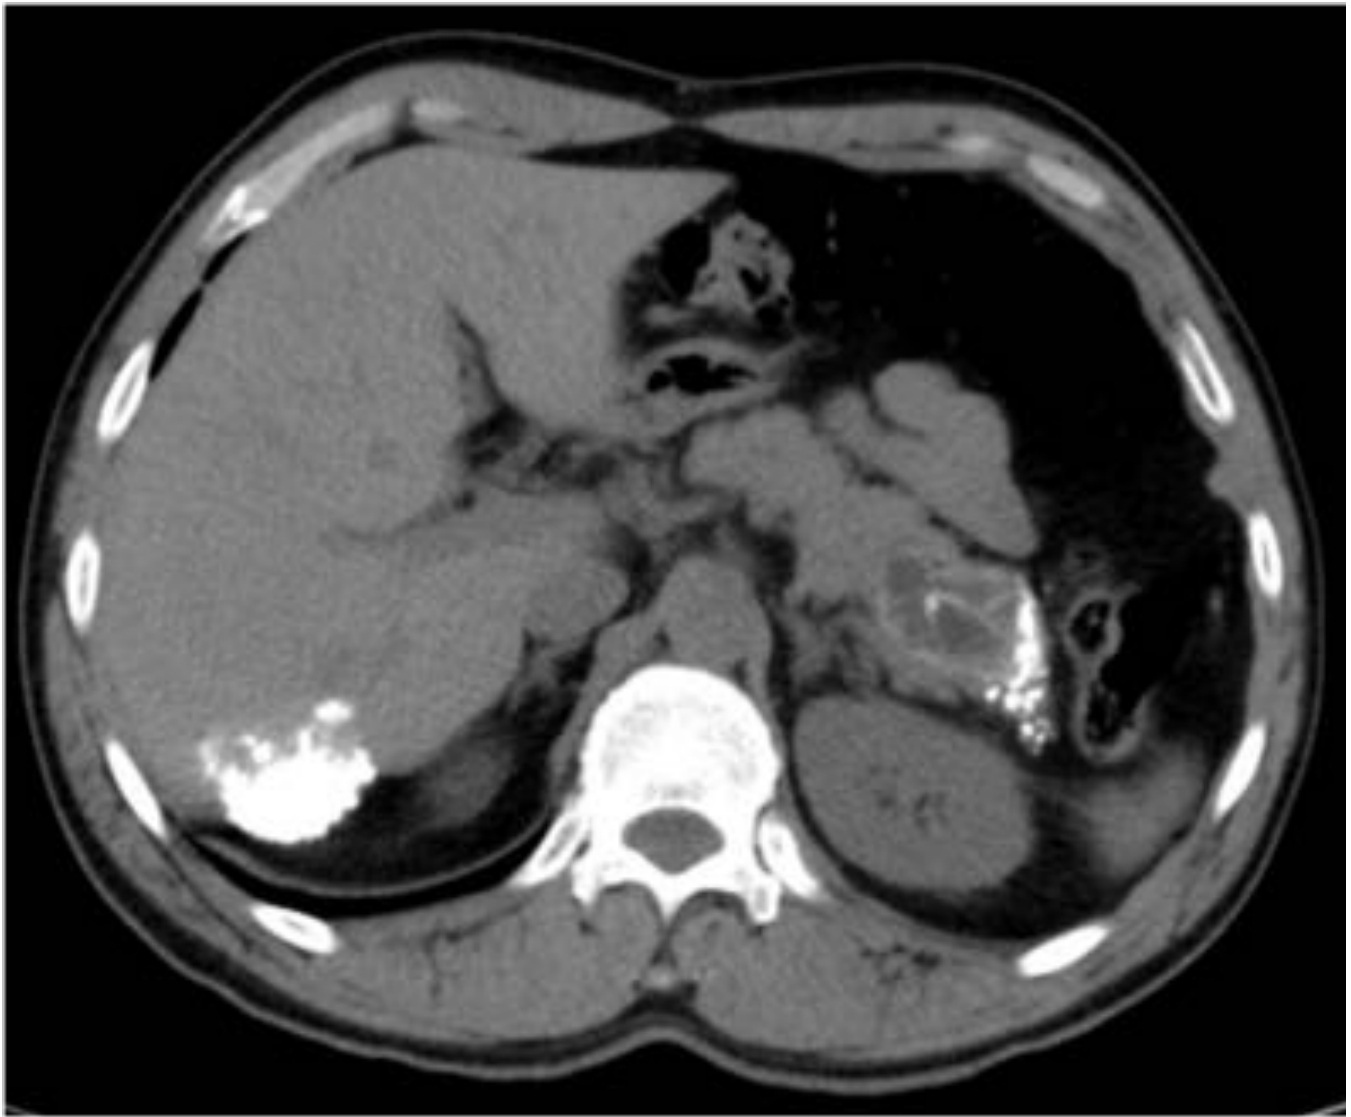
TC abdominal sin contraste IV: Imagen multiquistica bien definida y parcialmente calcificada en cola pancreática. Se observa calcificación en lóbulo hepático derecho correspondiente también a quiste hidatídico.
